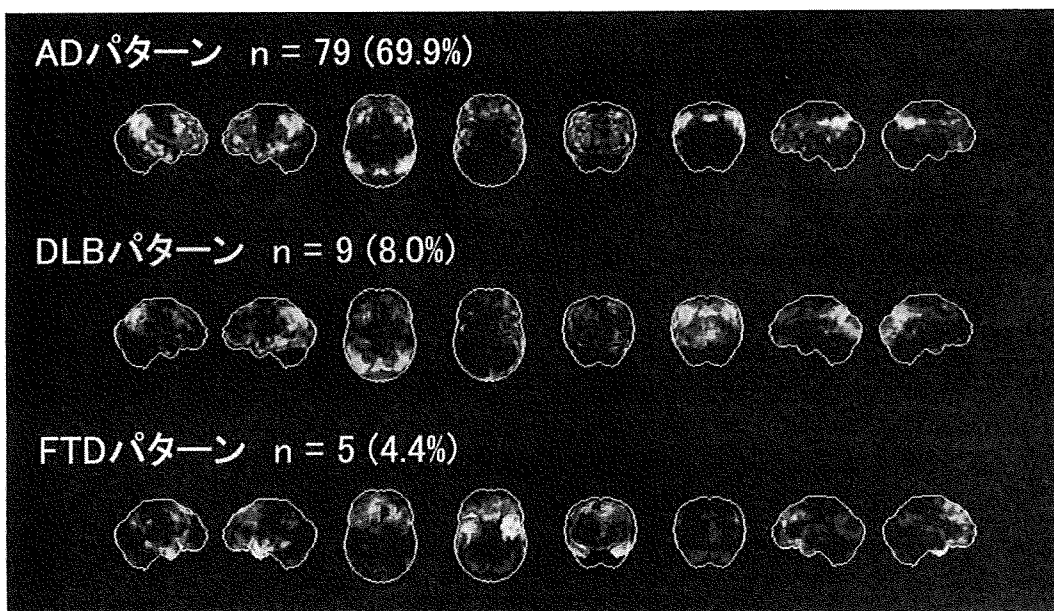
FDG-PET の中央読影の結果と、それにもとづいた正常データベースとの群間比較。
